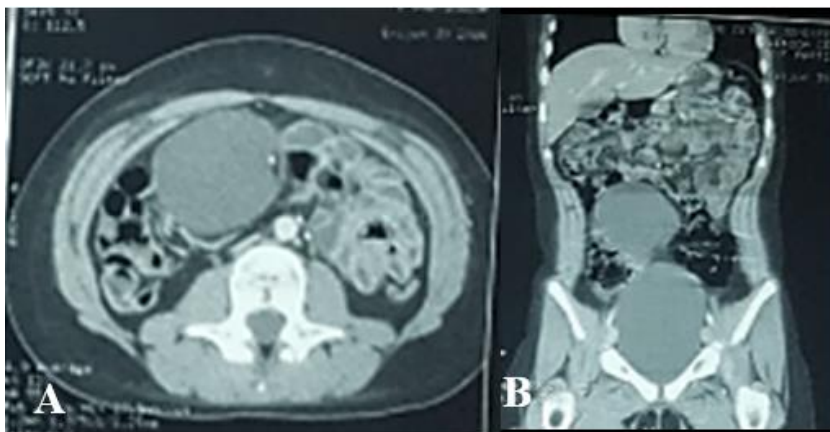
TAC de abdomino-pélvica contrastada, imagen A en corte axial, imagen B en corte coronal.
